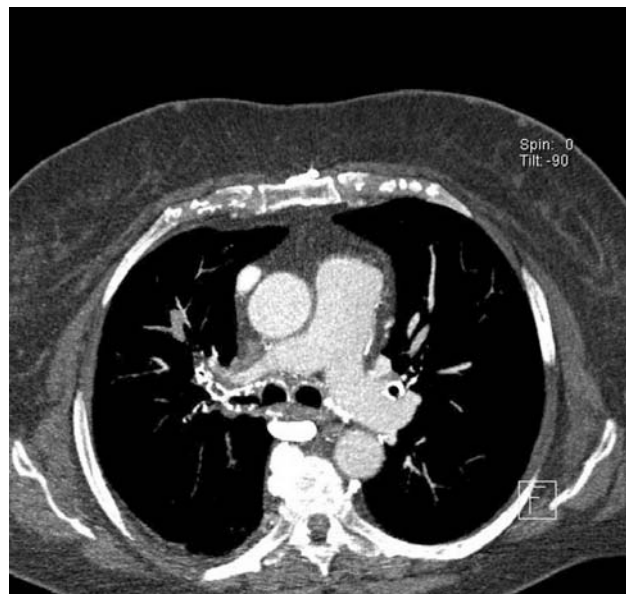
Tomografia komputerowa – rekonstrukcja objętościowa. Widoczne drożne zespolenie pomiędzy lewą żyłą ramiennie-głową a prawym przedsionkiem. Obecne krążenie oboczne w śródpiersiu tylnym.
